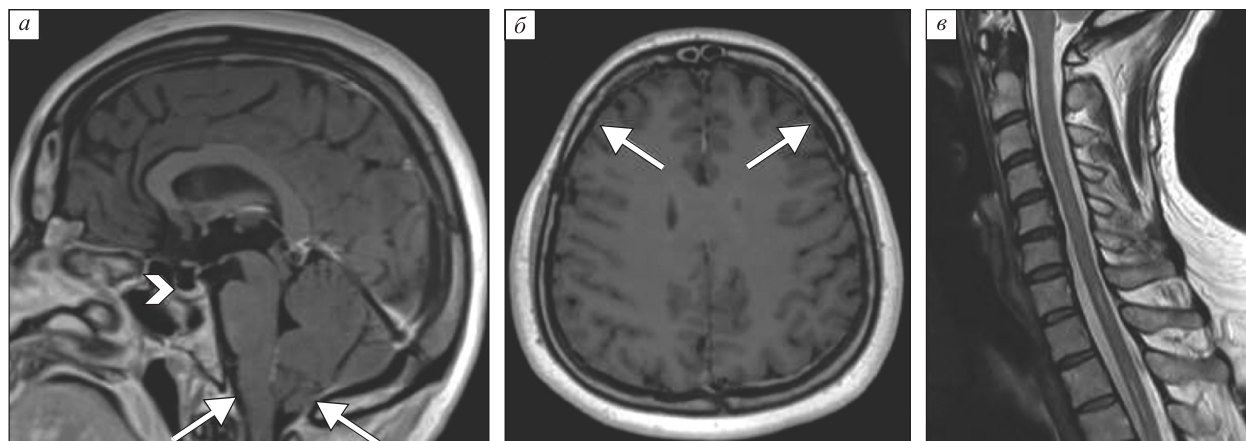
МРТ-исследование в динамике. В T1-ВИ после внутривенного контрастирования в сагиттальной плоскости (а) отмечается нормальное расположение структур задней черепной ямки (без каудального смещения – стрелки), уменьшение размеров гипофиза (короткая стрелка). В T1-ВИ после внутривенного контрастирования в аксиальной плоскости (б) патологического контрастирования твердой мозговой оболочки не выявлено (стрелки). Исследование спинного мозга в T2-ВИ в сагиттальной плоскости (в) демонстрирует регресс гидросирингомиелии
